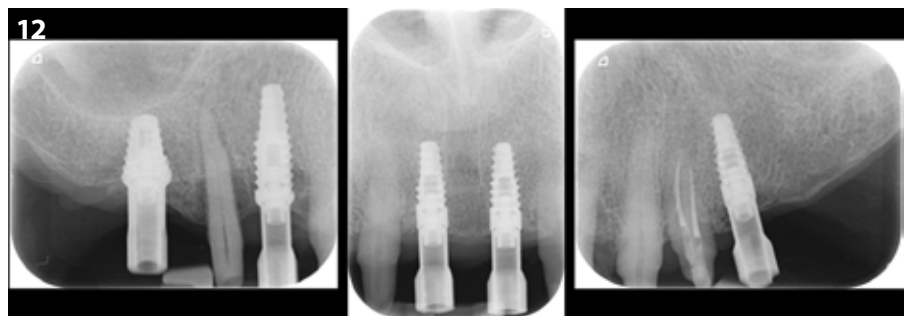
Periapikale Röntgenaufnahmen zur Überprüfung des Sitzes der Scanbodies
